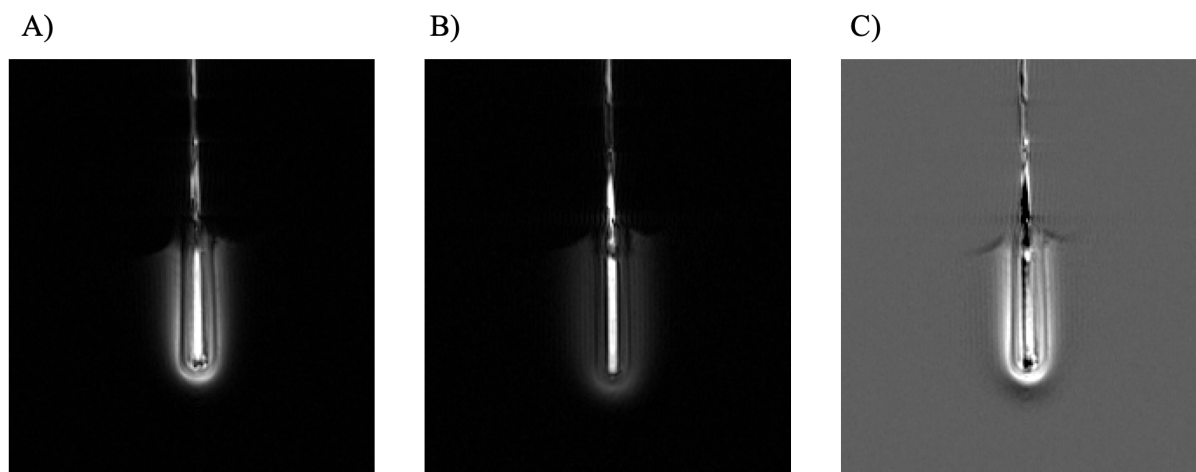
Perfusion de la solution d'agent de contraste à base de Gd par le capillaire et détection RMN de la diffusion dans le gel d'agarose par la micro-antenne RMN implantable. (A) Image IRM pondérée T_1 acquise avec la micro-antenne RMN à la fin de la perfusion de la solution d'agent de contraste à base de Gd. (B) Image IRM pondérée T_1 acquise avec la micro-antenne RMN avant le début de la perfusion de la solution d'agent de contraste à base de Gd. (C) Image résultante de la soustraction entre l'image (A) et l'image (B).
